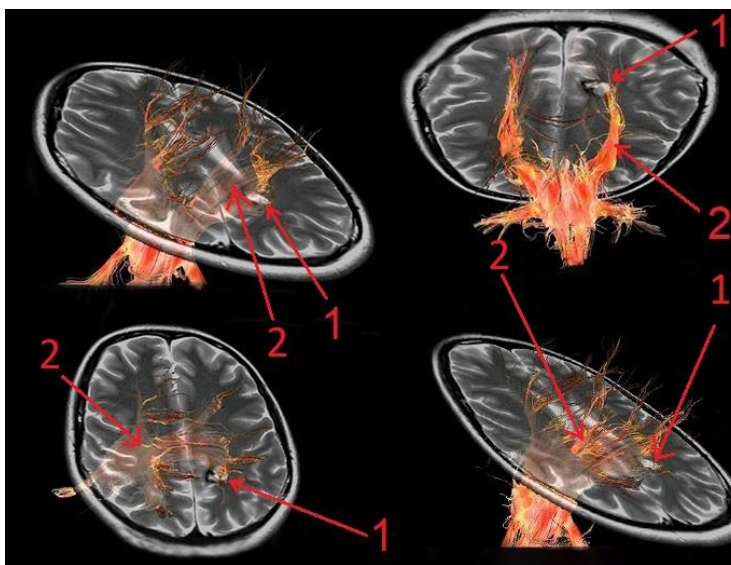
МРТ трактография у пациента с КМ в левой теменной доле ГМ
